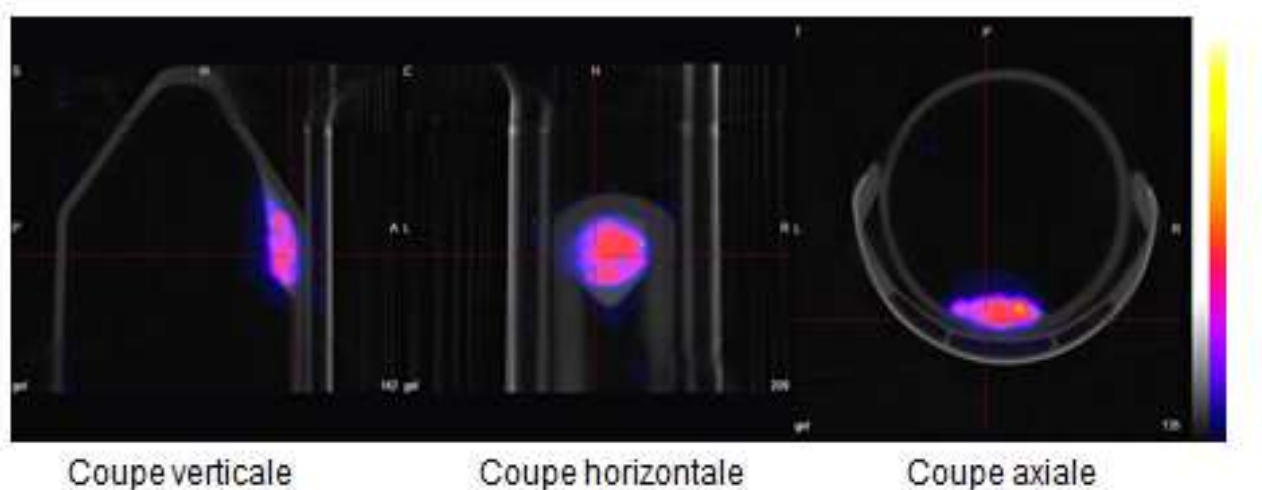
Imagerie de SPECT / CT d'un essai de marquage de cellules pulpairees dans une matrice collagénique
